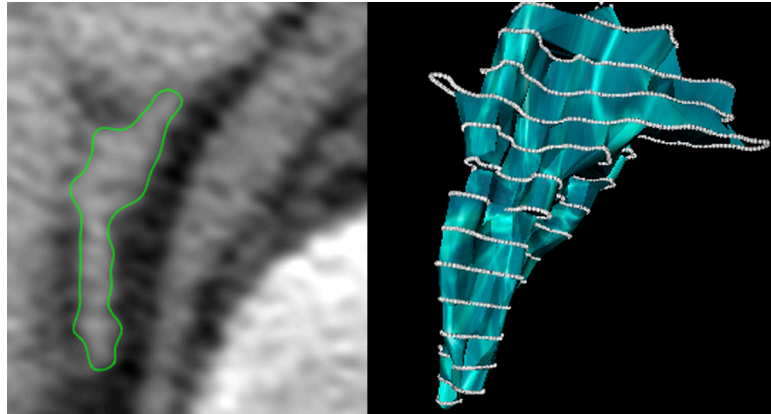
Umrandung der rechten Nebenniere im CT. Dreidimensionale Darstellung der Nebenniere nach Berechnung des Volumens.
